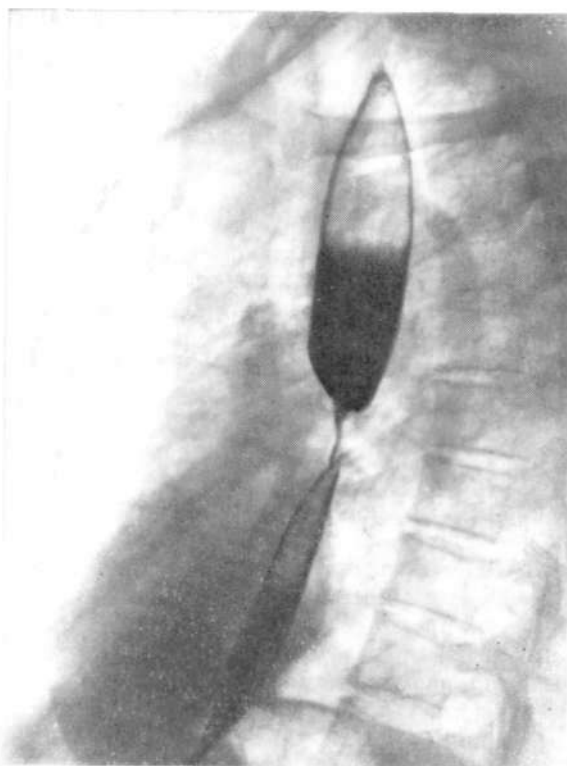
Рентгенограмма пищевода в левой косой проекции. Циркулярное сужение IV пищеводного сегмента (TVII) с ровными контурами. Выше просвет пищевода расширен и нависает над сужением.
